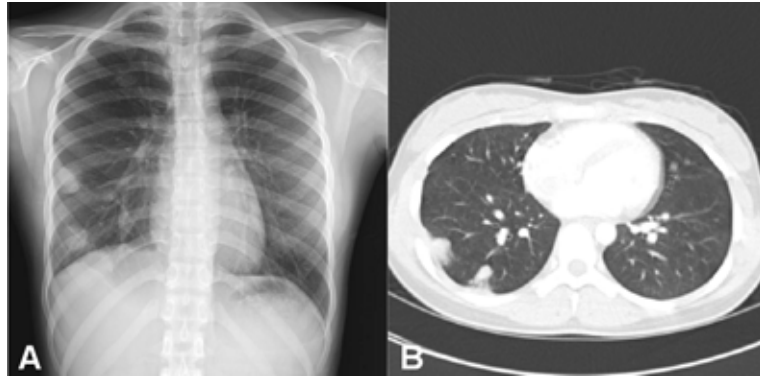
Chest PA (A) and chest CT(B) on the 78th day after the initiation of anti-tuberculosis therapy show a new round lesion (arrow) (diameter 2.6 cm) on the right lower lung field.
